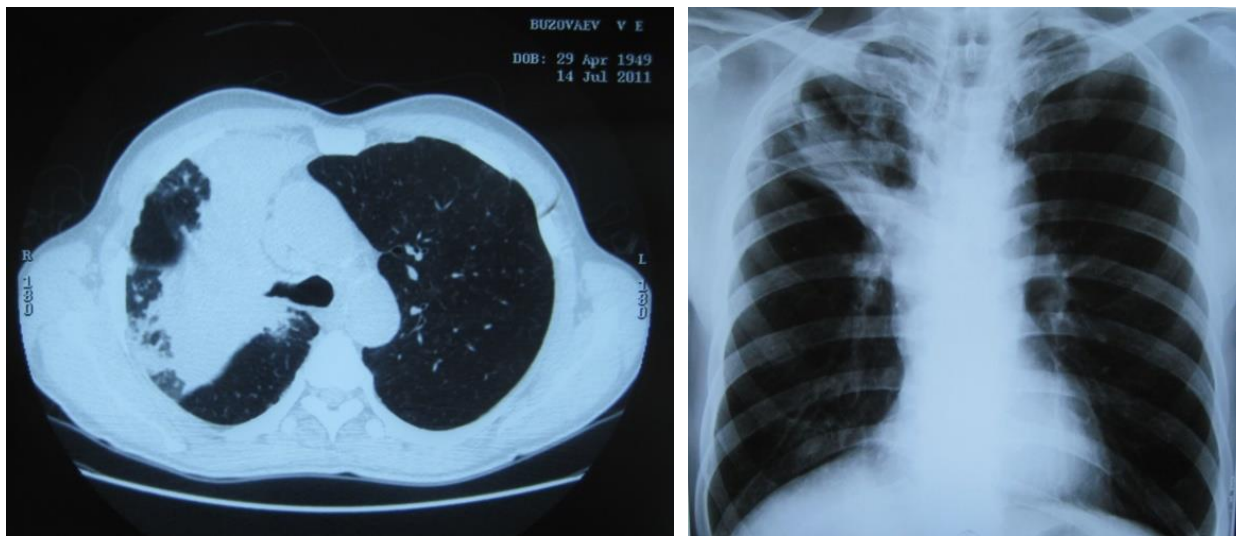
КТ-грамма и обзорная рентгенограмма
